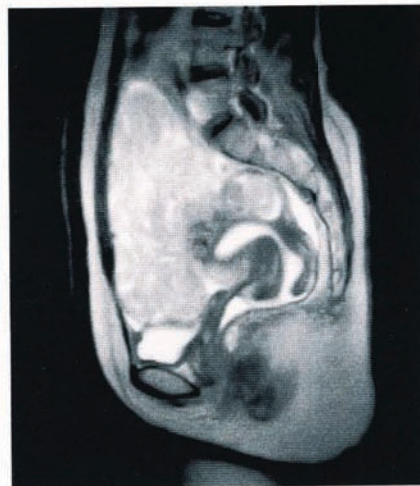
T2 強調 MRI 像 内部が不均一で、淡い高信号域の中に濃い高信号が散見される
